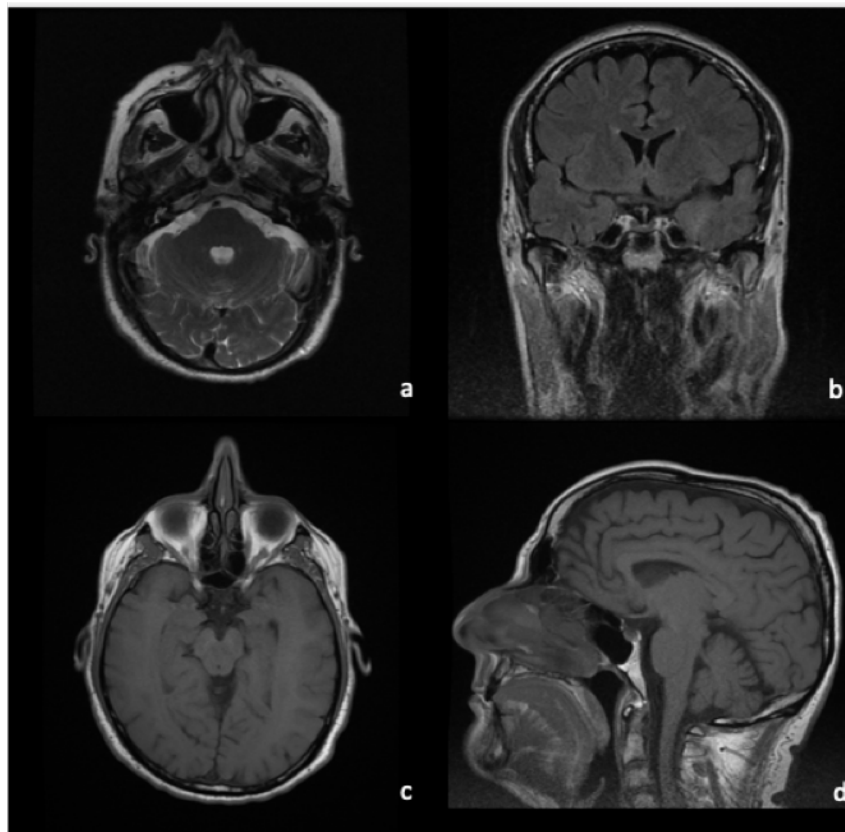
Secuencias básicas de RM; a) T2 FSE axial, b) T2 FLAIR coronal, c) T1 FSE axial y d) T1 FSE
